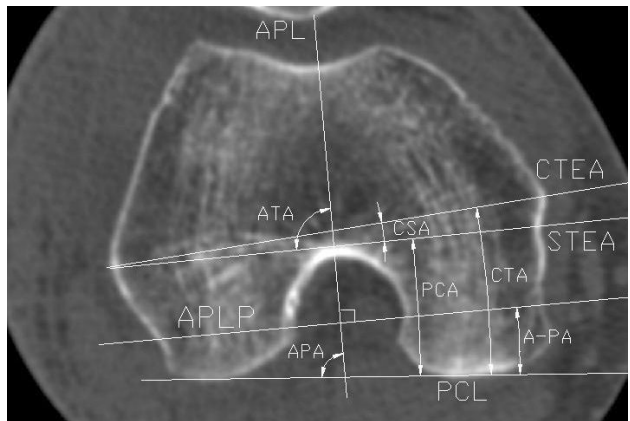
通过股骨远端内外上髁的横断面 CT 图像
